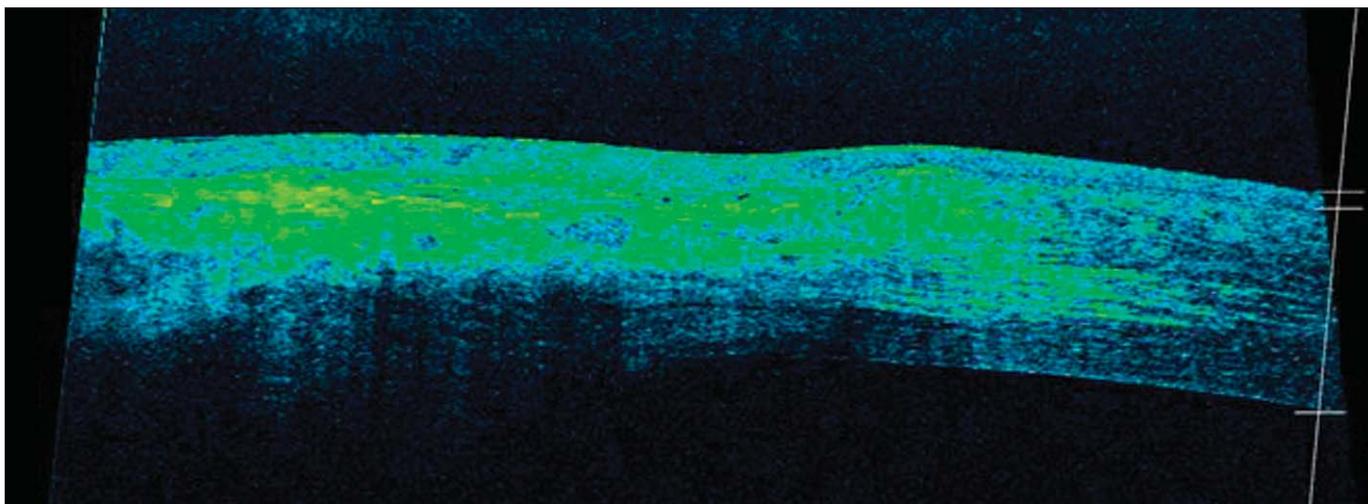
Оптическая когерентная томограмма роговицы правого глаза через 7 мес после лечебного покрытия перфорации роговицы аутоконъюнктивой с блефарорафией.
